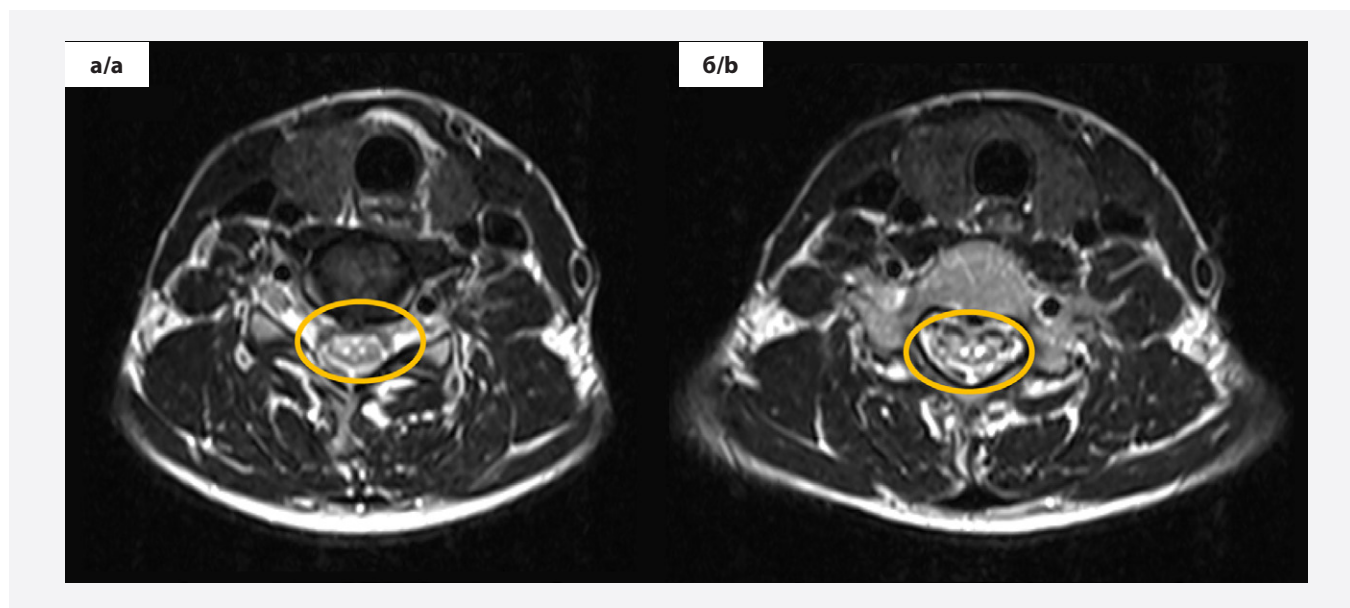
МРТ шейного отдела позвоночника, аксиальная плоскость, импульсная последовательность T2-ВИ. В аксиальной плоскости на уровне С6-С7, где был выявлен продольный повышенный сигнал, отмечается гиперинтенсивный сигнал в центральных отделах спинного мозга на уровне передних рогов спинного мозга. Выявлен симптом «глаз совы» за счет ишемии в передней спинальной артерии (а, б – желтый овал)
